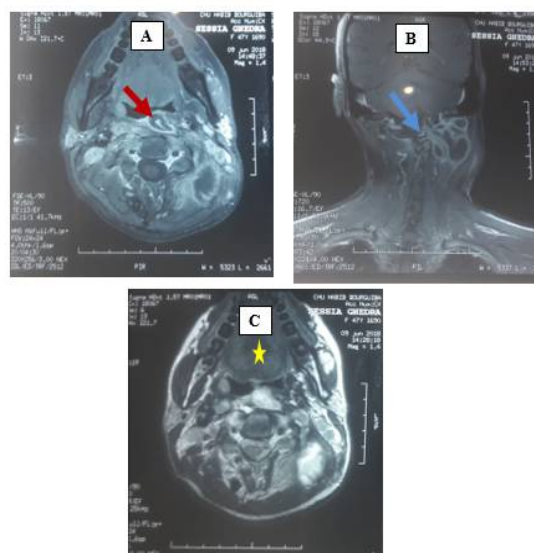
Une IRM cervicale : Aspet en hyposignal discal en T1 (C) en hypersignal T2 (B) en faveur de spondylodiscite C1C2, Compliquée d'un abcès rétro pharyngé (➔) entraînant un bombement au niveau de l'oropharynx (★) et une extension postérieure endo-canaulaire (➔).
